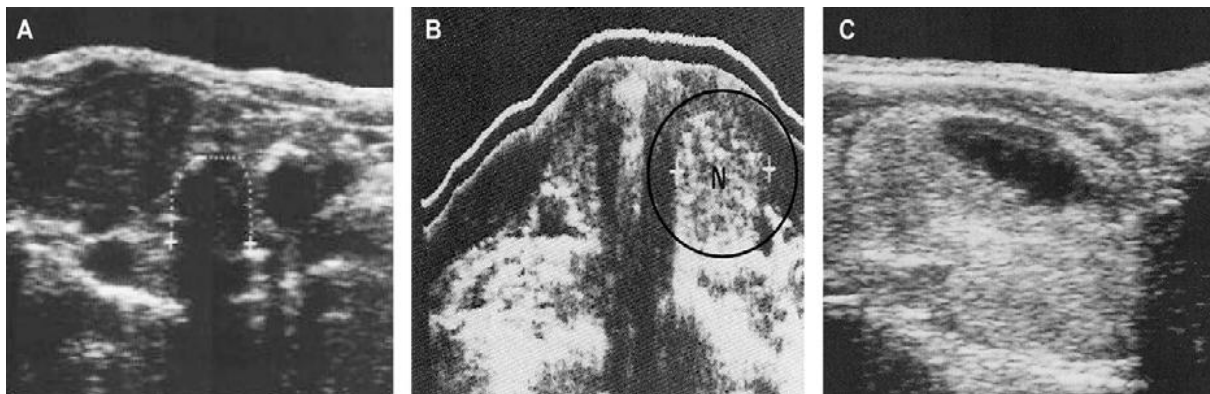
Échostructure des nodules [M. Mathonnet, Role of preoperative ultrasonography in the management of thyroid nodules, Annales de chirurgie (2006)].
